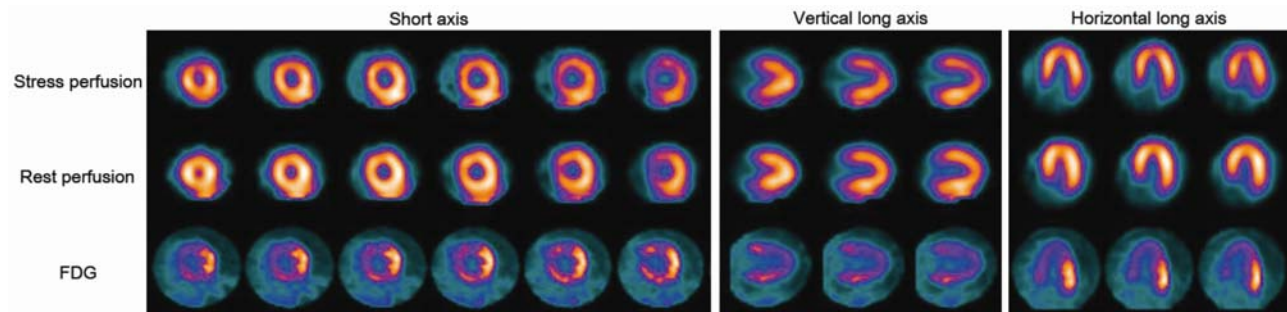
Stress and rest Tc-99m sestamibi perfusion and F-18 FDG images of 51-year-old female patient with no symptoms, in short axis and vertical and horizontal long axis slices. No abnormal perfusion abnormality is shown. Uniformly increased F-18 FDG uptake with defect in the septal wall is demonstrated.
